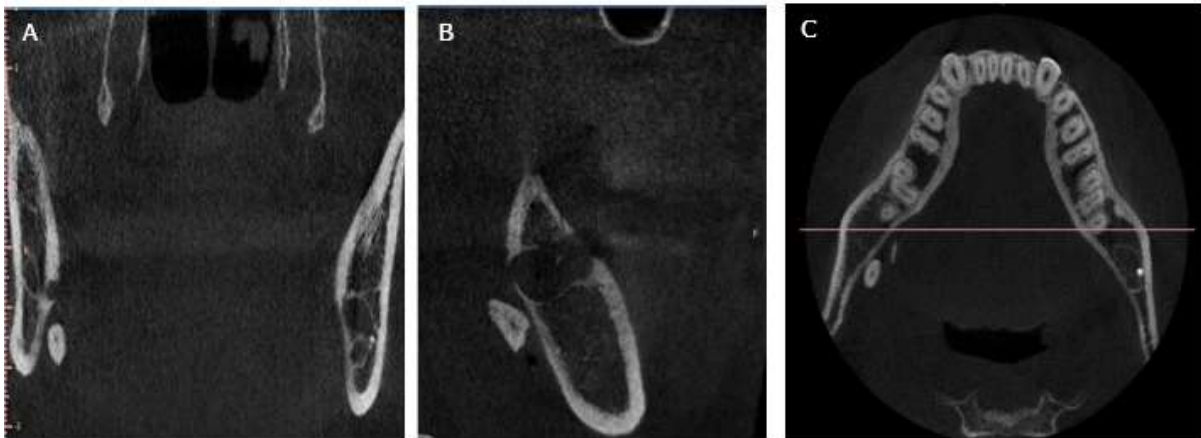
Tomografía computarizada de haz cónico con cortes coronal (A), sagital (B) y axial (C). Se evidencia desplazamiento de porción radicular tercer molar mandibular derecho hacia el espacio sublingual.
